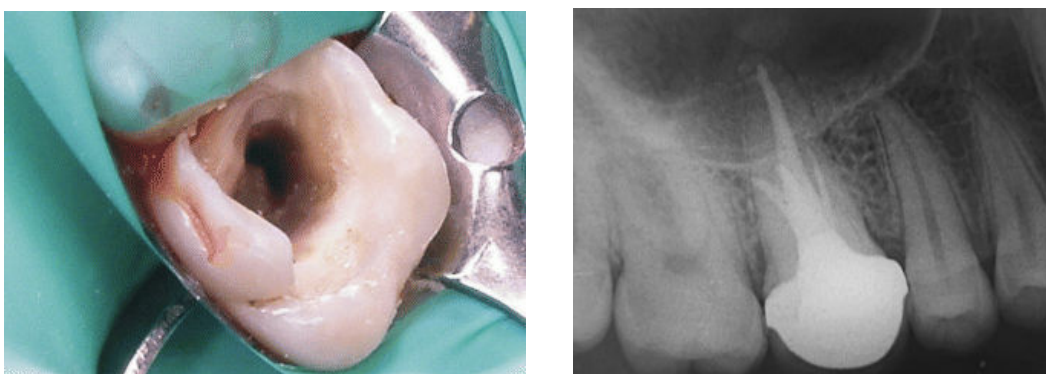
cas d'un canal en « C » dans une première molaire maxillaire d'après Yilmaz. A gauche, vue clinique de l'entrée canalaire vestibulaire en « C ». A droite, radiographie post-opératoire avec le canal vestibulaire présentant trois foramina apicaux [141].
